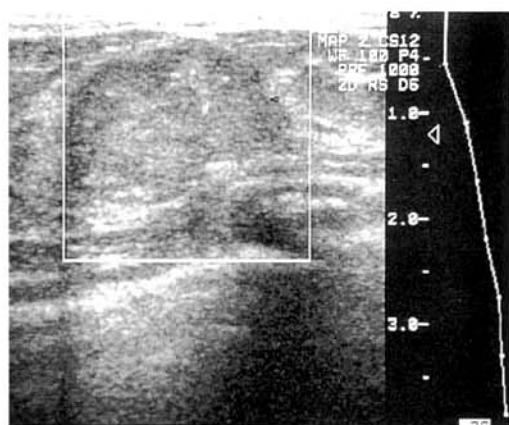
Ultrasonogram shows a well-demarcated mass with internal multiple calcifications.
